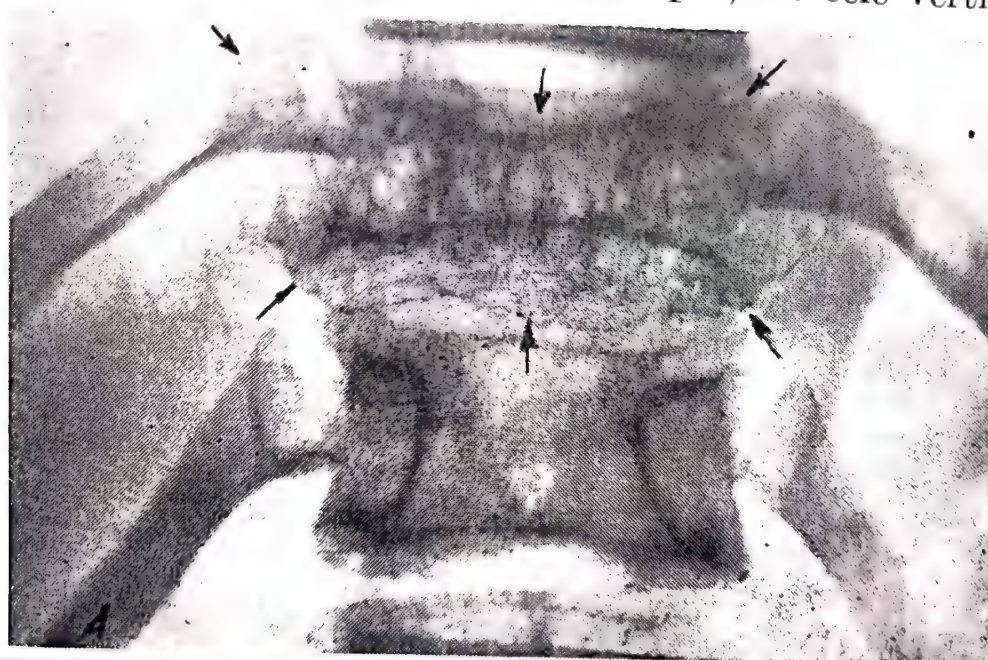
64. — Aspectul radiografic în cazul unui angiom vertebral evolutiv (A); malformație congenitală stabilizată (B).
